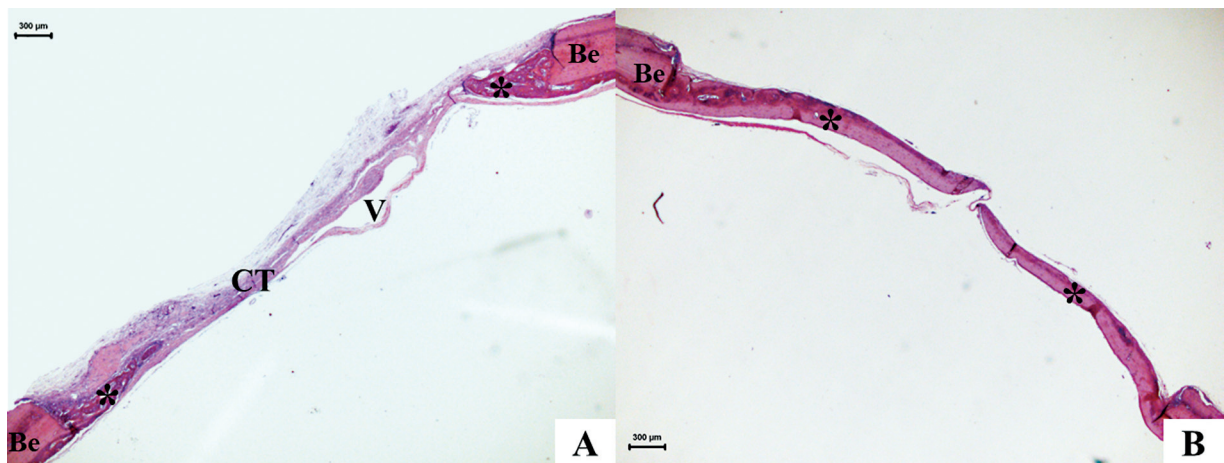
Fotomicrografia do grupo controle (GC) – 15 e 45 dias. Note a neoformação da matriz osteoide (*) em direção centrípeta, com espessura reduzida nas bordas ósseas (BEs) e área residual preenchida por tecido conjuntivo (CT). Abreviatura: HE, hematoxilina-eosina. 15 dias (A) e 45 dias (B).
